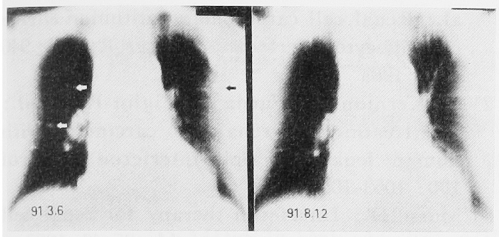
Chest tomography before (left) and after (right) addition of UFT to IFN- $\alpha$  and OK-432. Multiple coin lesions developed during the combination therapy disappeared after addition of UFT
